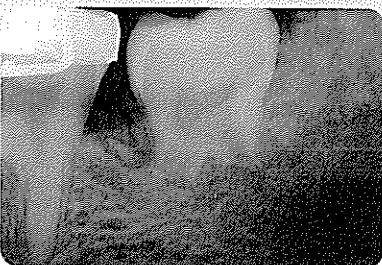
수술 10개월후의 periapical 사진
